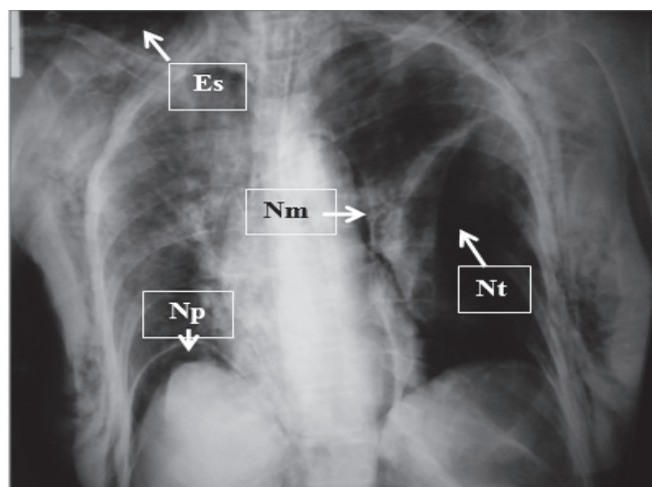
Radiografía de tórax PA, se observa enfisema subcutáneo cervical y de pared torácica (Es), neumotórax izquierdo (Nt), neumomediastino (Nm) (Signo del doble contorno cardiaco), pneumoperitoneo (Np) (signo de la semiluna).
